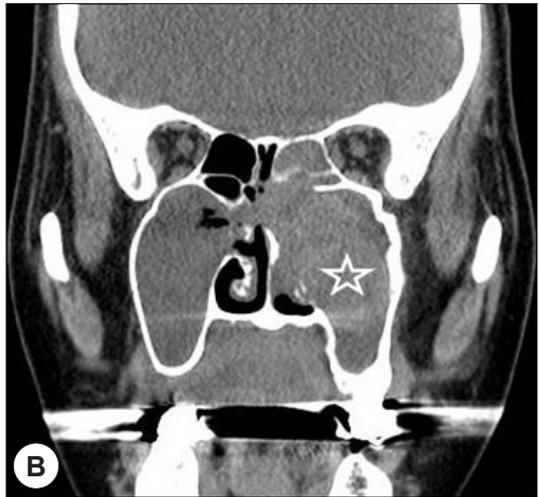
A, Axial and B, coronal CT scans show a large, inhomogeneously enhancing soft-tissue mass in the left maxillary sinus (asterisk). The nasal turbinates and the medial wall of left maxillary sinus are widely eroded by the mass. The mass directly invades the ethmoidal sinus. Focal destruction of the posterior wall of left maxillary sinus (white arrow).
